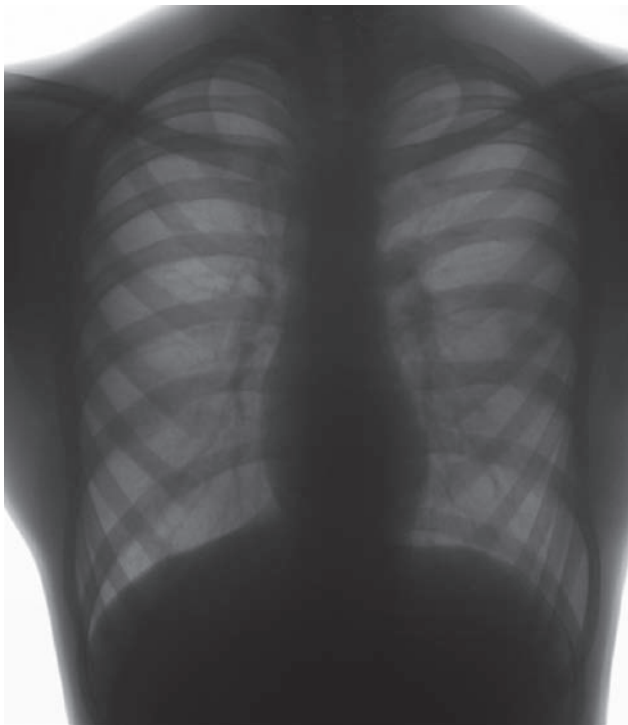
Оглядова рентгенограма органів грудної порожнини
